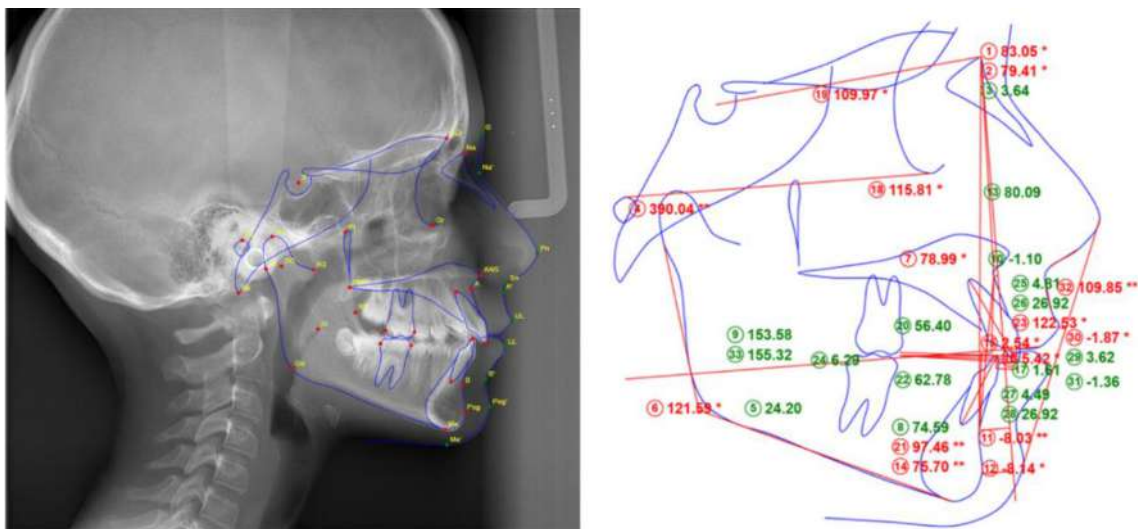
Телерентгенографія до початку лікування
